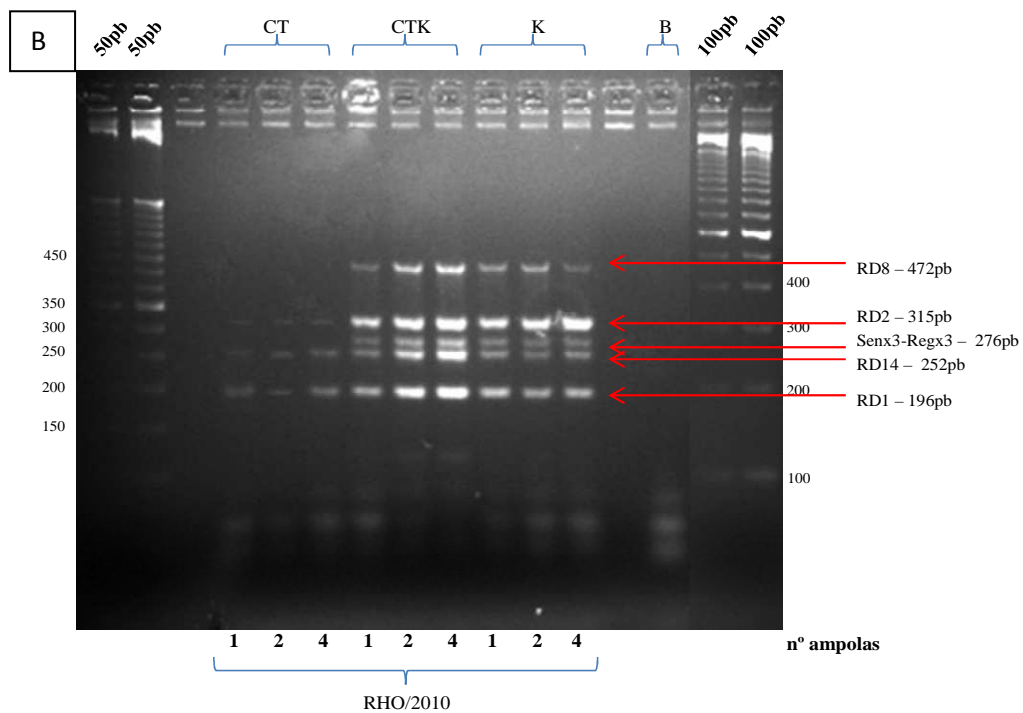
Padrão de amplificação das amostras por PCR multiplex (A e B). Eletroforese em gel de agarose a 3% das amostras de BCG em diferentes concentrações e submetidos a diferentes metodologias de extração. Branco (B), choque térmico (CT), choque térmico e kit (CTK), kit (K), ampolas (1,2 e 4) e os marcadores de DNA 50pb e 100pb (Invitrogen, Carisbad, Califórnia, USA).
